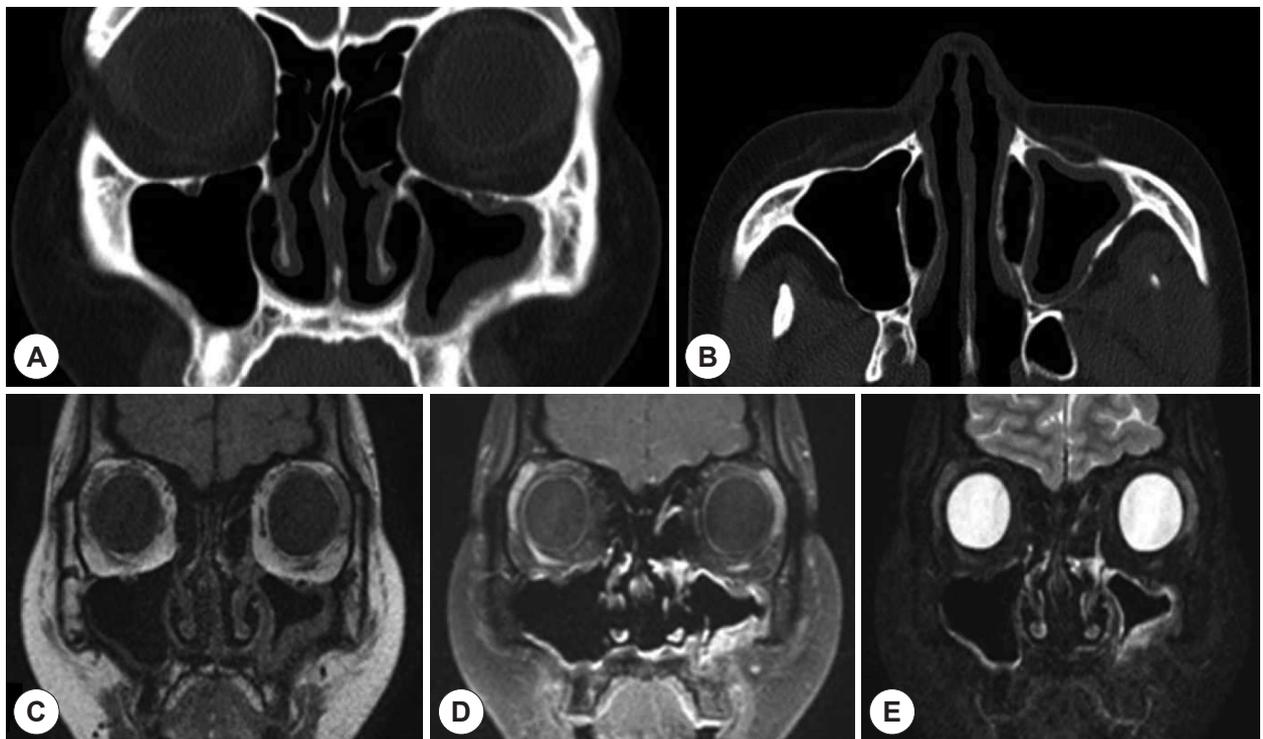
Radiologic findings. CT image showing mucosal thickening of left maxillary sinus, Coronal view (A). Axial view (B). Coronal MR image showing mucosal thickening of supero-anterior portion of left lateral nasal wall with left maxillary mucosal thickening, T1-weighted image (C). T1-weighted with gadolinium enhancement (D). T2-weighted image (E).
